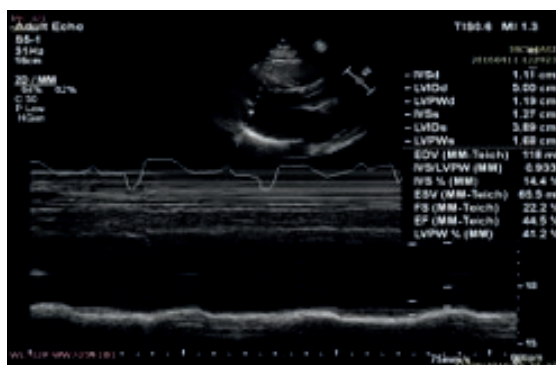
Imagine parasternal ax lung
